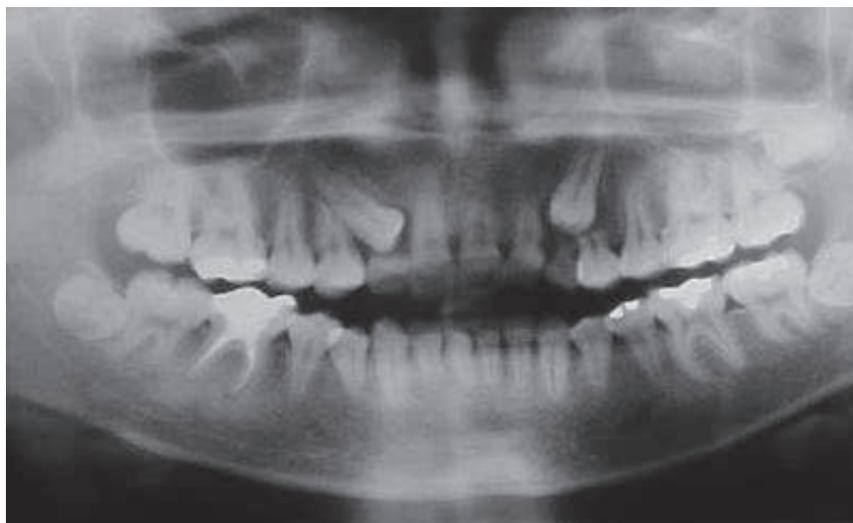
Radiografía panorámica, la cual muestra los caninos superiores retenidos. Fuente: Clasificación de caninos retenidos. Guzmán, A. (2005)
